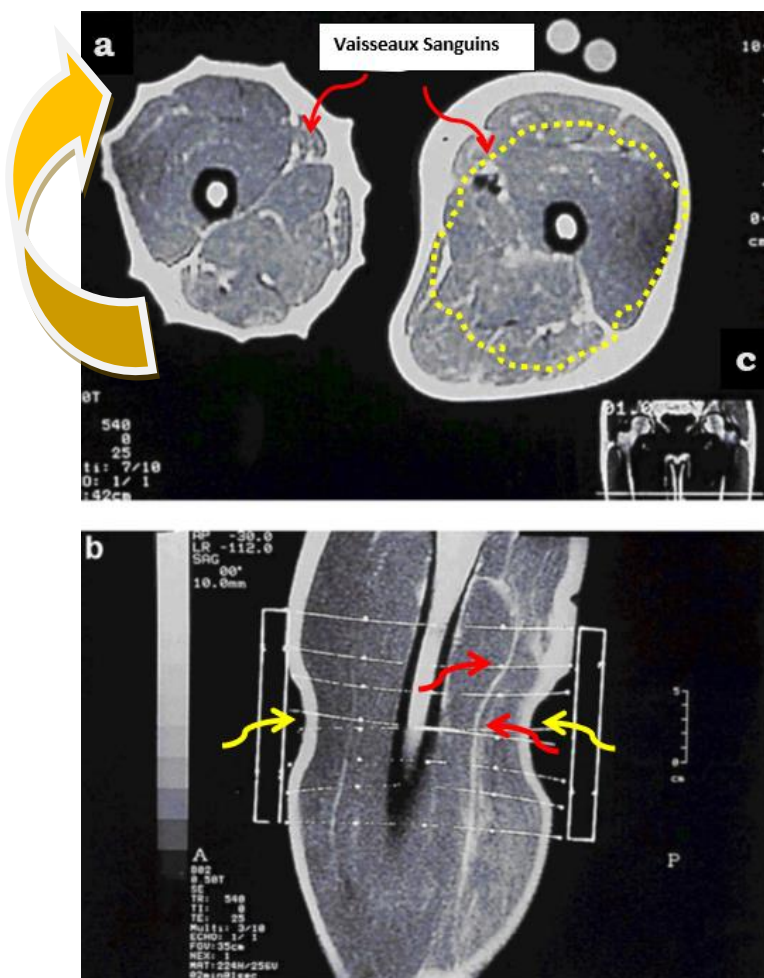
IRM-Garrot placé à la racine du membre inférieur
